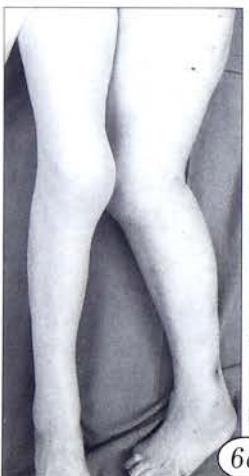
Внешний вид (а) и рентгенограммы (б) больной Т. 76 лет при поступлении.
